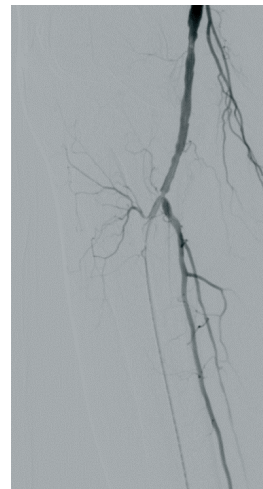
Интраоперационная КТ-ангиография (вид реконструкции после баллонной ангиопластики): артерии голени диффузно изменены
